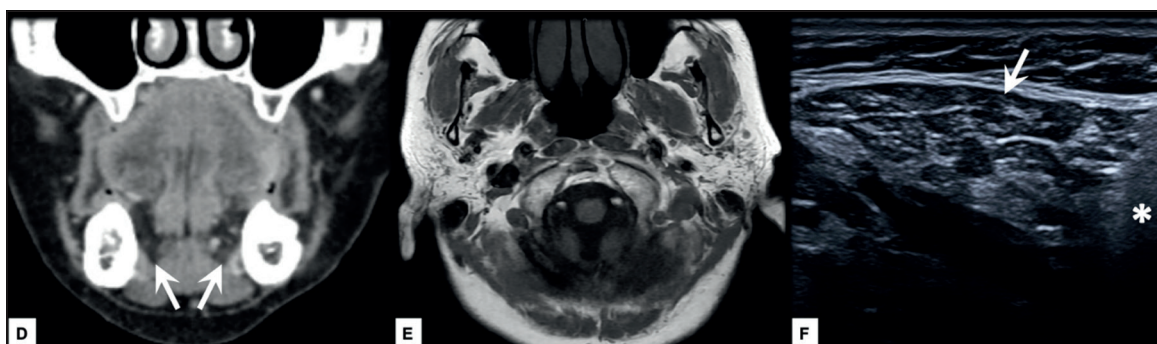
D) TC de cuello con contraste MPR coronal muestra hipodensidad de las sublinguales en síndrome de Sjögren (flechas). E) RM fosa posterior axial ponderación T1. Hay isoseñal de las parótidas con el tejido adiposo. Se distinguen remanentes vasculares, ductales y algunos linfonodos. F) Ecografía cervical sagital oblicua muestra una submandibular hipoecogénica y heterogénea similar al tejido adiposo subcutáneo. Nótase el acentuado contraste con la porción visible de la parótida contigua normal (asterisco).
